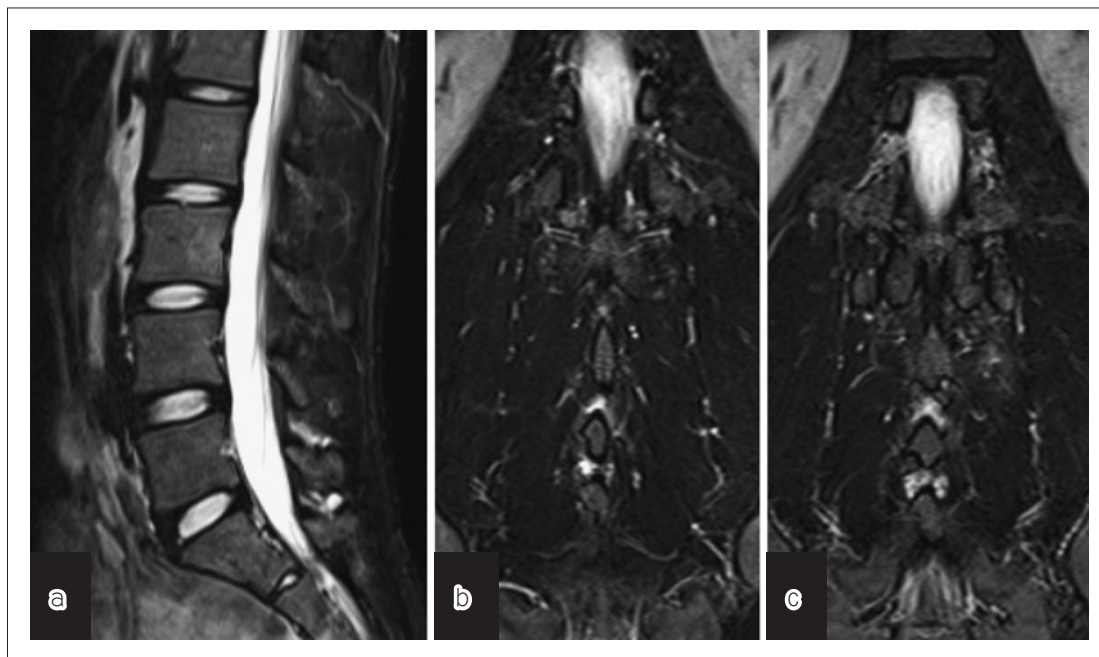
a MRI STIR 画像矢状断像にて，L4/5 及び L5/S1 いずれの棘突起間の骨髄浮腫を認める。
